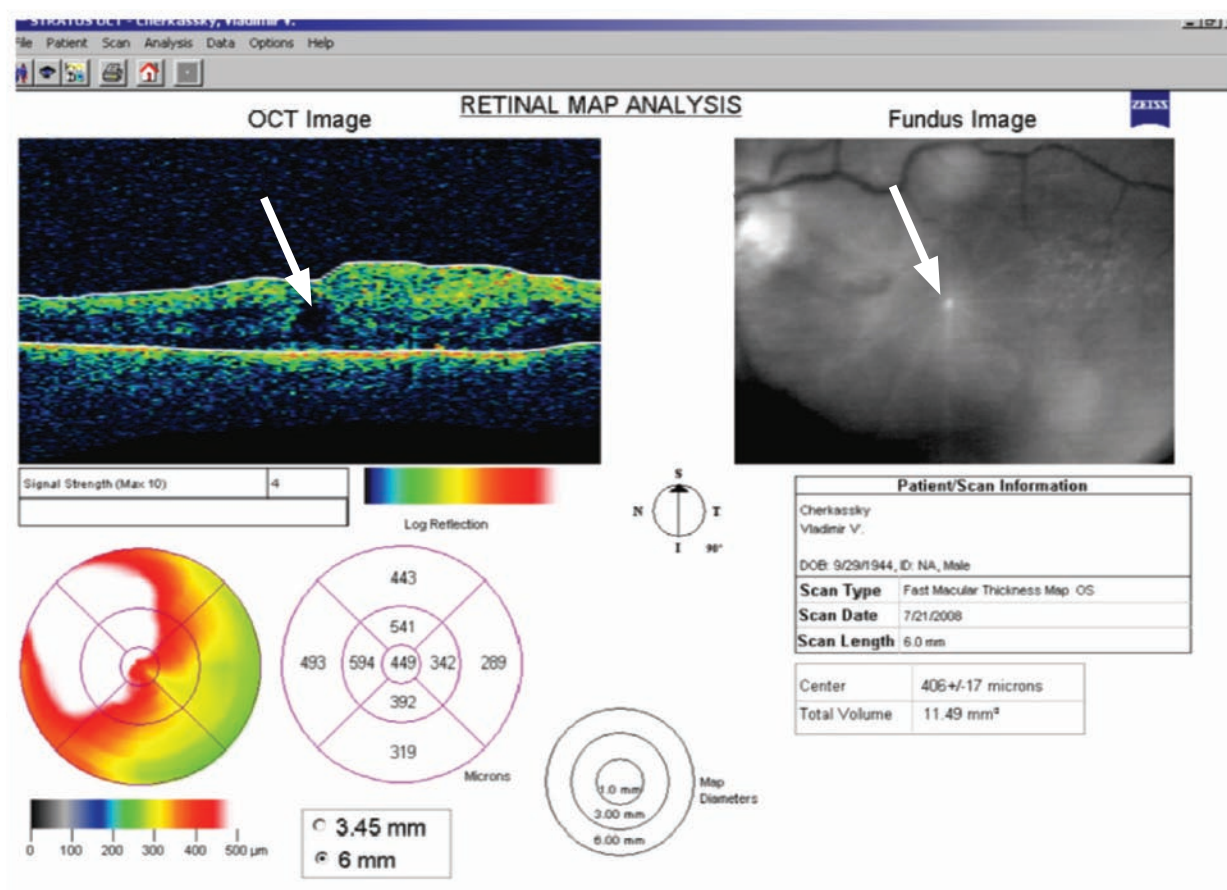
Оптическая когерентная томография пациента Ч.: на снимке стрелками обозначены ретинальные складки и кистозный отек макулярной зоны, остаточная субретинальная жидкость, расцененные как признаки послеоперационной макулопатии
